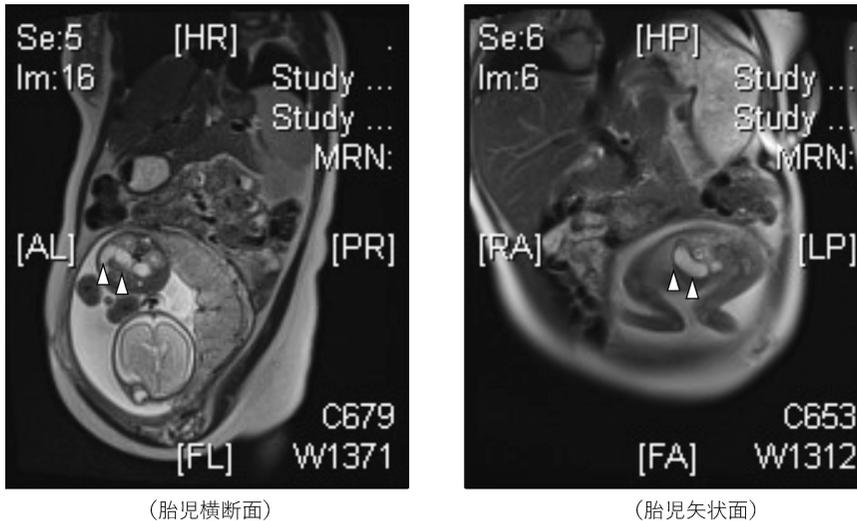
MRI検査(妊娠27週, T2強調画像)。拡張した腸管(楔印)を認めるが、閉塞部位は不明。
